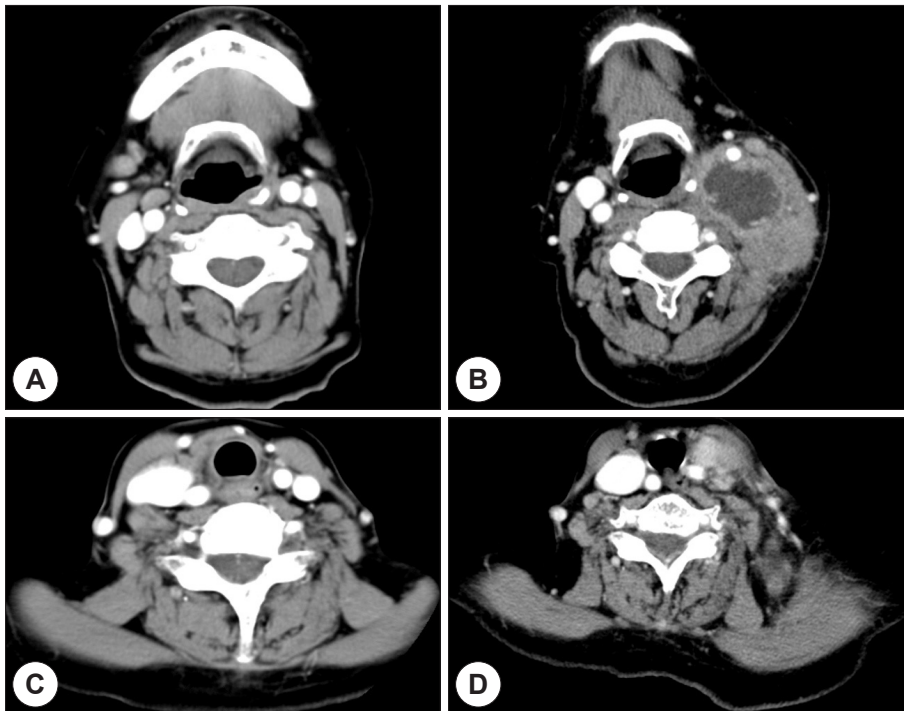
Neck CT scan shows no evidence of tumor recurrence or remnant (A, C) in 13 years ago, but in 4 years ago, CT scan shows heterogeneous enhancement mass with necrotic portion at left neck level IIa, IIb, III, IV and left thyroid bed. Mass compress left internal jugular vein and encased left common carotid artery, left internal carotid artery. Also found para cervical muscles invasion (B, D).
